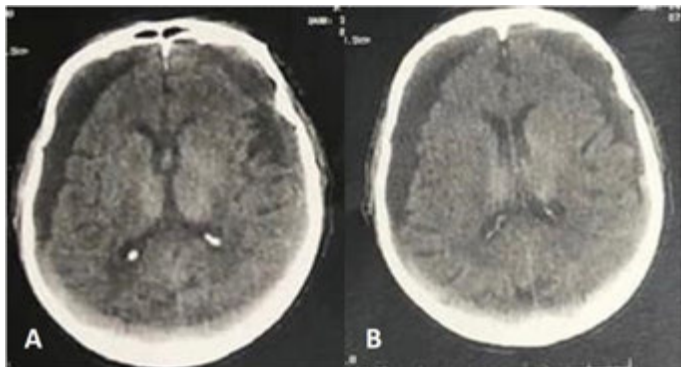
A-B. Tomografia computadorizada de crânio mostrando hematoma subdural crônico bilateral.
